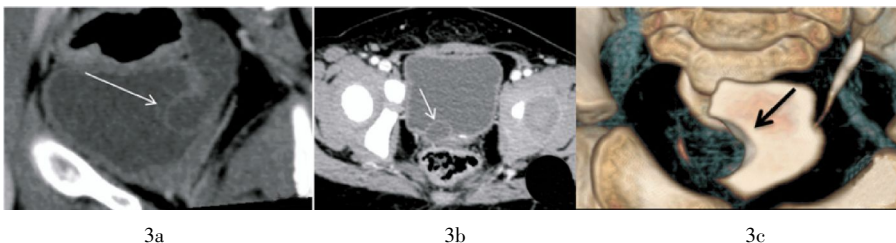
输尿管囊肿的多层螺旋 CT 尿路成像图像 患儿, 女性, 2 岁, 输尿管囊肿, 体检发现右肾积水。图中, 3a: 多层螺旋 CT 尿路平扫 MPR 图像, 示右输尿管末端扩张, 呈“海蛇头”征象, 囊壁清晰显示(白箭头); 3b: 多层螺旋 CT 尿路增强扫描皮质期 1.25 mm 轴位图像, 囊壁显示更加清晰(白箭头); 3c: 多层螺旋 CT 尿路增强扫描排泄期容积再现图像, 示膀胱内半球样充盈缺损(黑箭头)。
